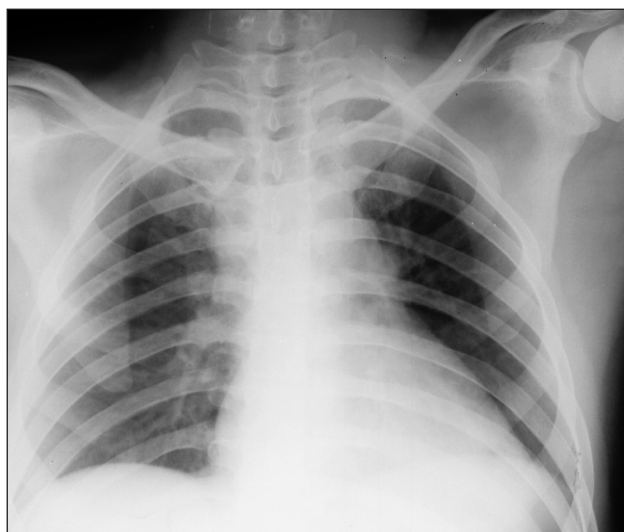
Обзорная рентгенограмма груди того же пациента в прямой проекции при поступлении.
